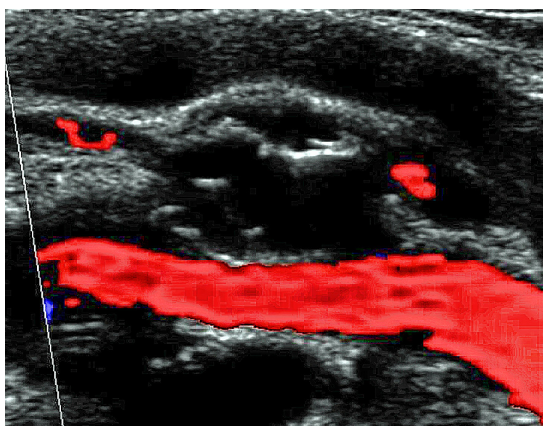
Eco-Doppler colorido arterial demonstrando lesão cística septada na camada adventícia da artéria poplítea esquerda, com compressão extrínseca e discreta redução do calibre do vaso.
